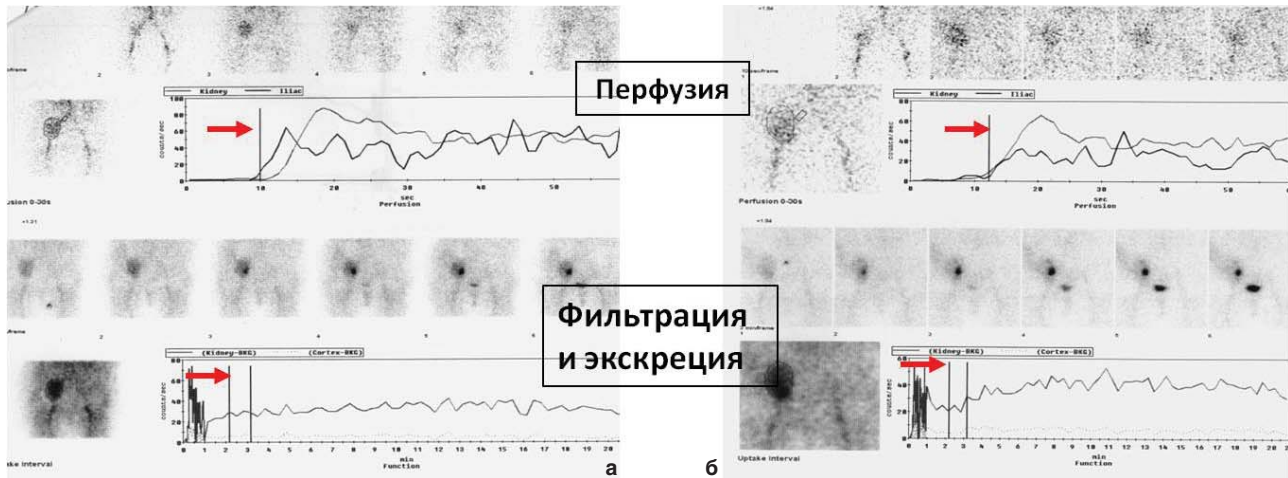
Ангиореносцинтиграфия больной З., 54 лет (подгруппа 2в), с признаками выраженного ишемического повреждения и резкого нарушения перфузии (риск отторжения) на 30-е (а) и 53-е (б) сутки после трансплантации: восстановление перфузии, умеренное улучшение фильтрации и экскреции в динамике
